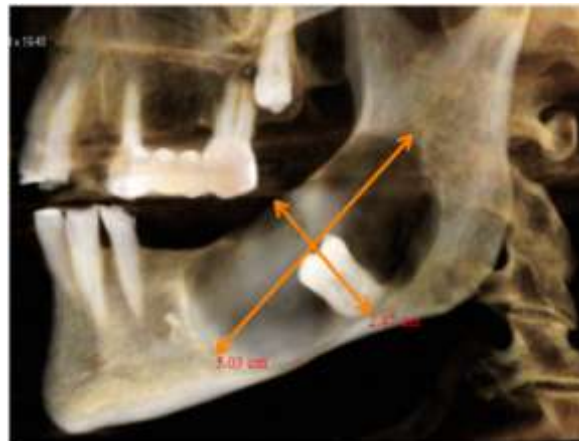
reconstitution tridimensionnelle de la TDM
